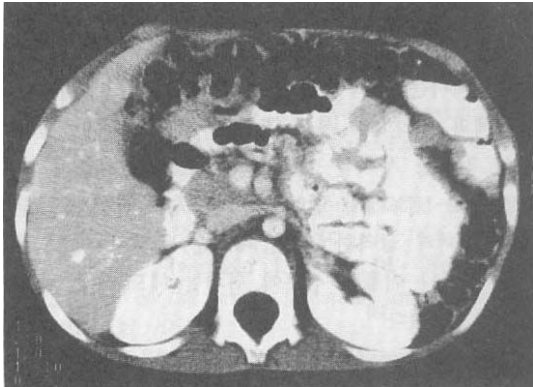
Multiple small nodular mass on whole Mesentery(Abdominal CT).
